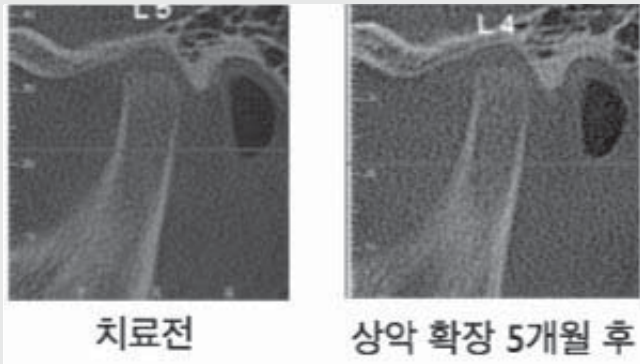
증례 3의 좌측 관절 CT sagittal view 치료 전, 후 비교
